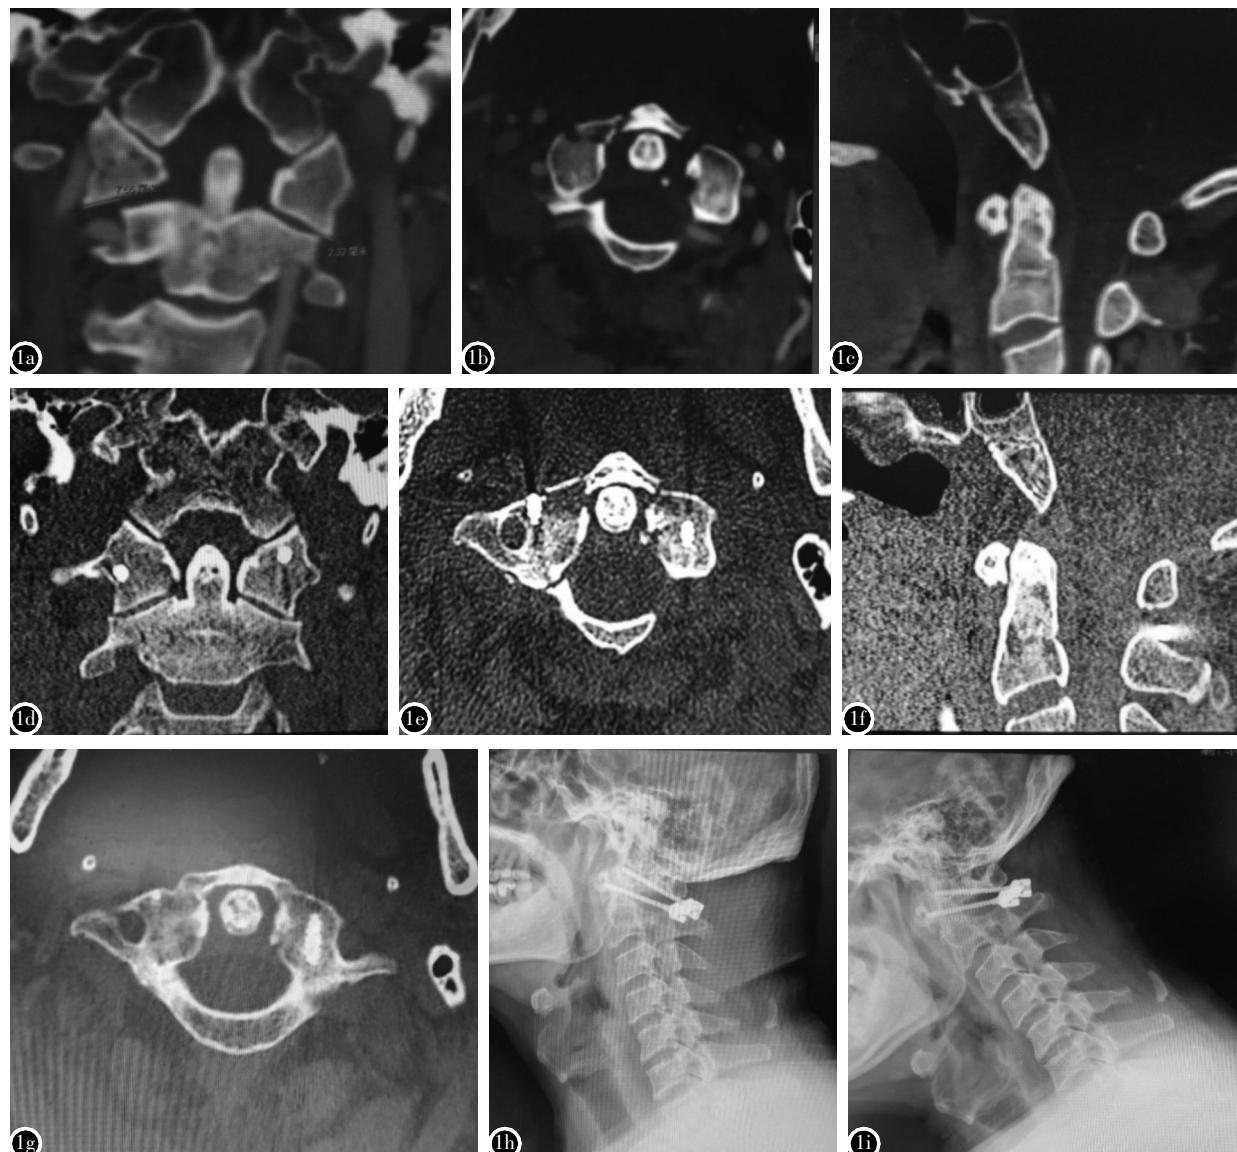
患者男,50岁,交通伤致寰椎骨折,伤后5d行后路单轴螺钉单节段固定 a术前CT冠状位重建示侧块移位距离(LMD)为9.9mm b术前CT轴位显示前弓右侧粉碎骨折,左侧骨折分离明显,分离6.3mm,后弓骨折移位6.1mm,左侧横韧带止点撕脱骨折 c术前CT矢状位重建示颅底-齿状突间隙(BDI)5.1mm d术后CT冠状位重建示LMD为0mm e术后CT轴位示前弓左侧骨折分离减小为0.2mm,后弓骨折解剖复位,左侧横韧带止点撕脱骨折已复位 f术后CT矢状位重建示BDI增大至7.6mm g术后6个月CT轴位示前后弓骨折和横韧带止点撕脱骨折均愈合 h,i术后6个月动力位X线片示寰枢椎无不稳
